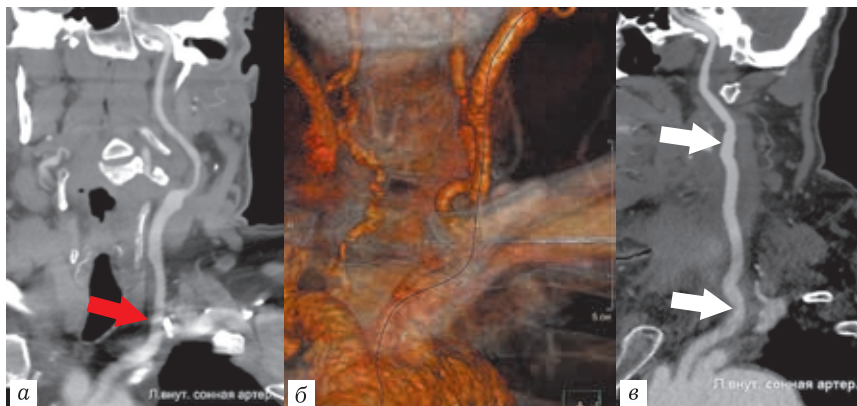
КТ-ангиограммы, артериальная фаза болюсного контрастирования: *а* — использование программы для углубленного анализа сосудистого русла; *б* — трехмерная реконструкция: сочетанное поражение левых общей сонной и внутренней сонной артерии. Нижний полюс бляшки (красная стрелка) проецируется позади левой ключицы; *в* — использование программы для углубленного анализа сосудистого русла. Состояние после резекции общей и внутренней сонных артерий с протезированием. Гомогенное контрастирование зоны реконструкции (белые стрелки)
